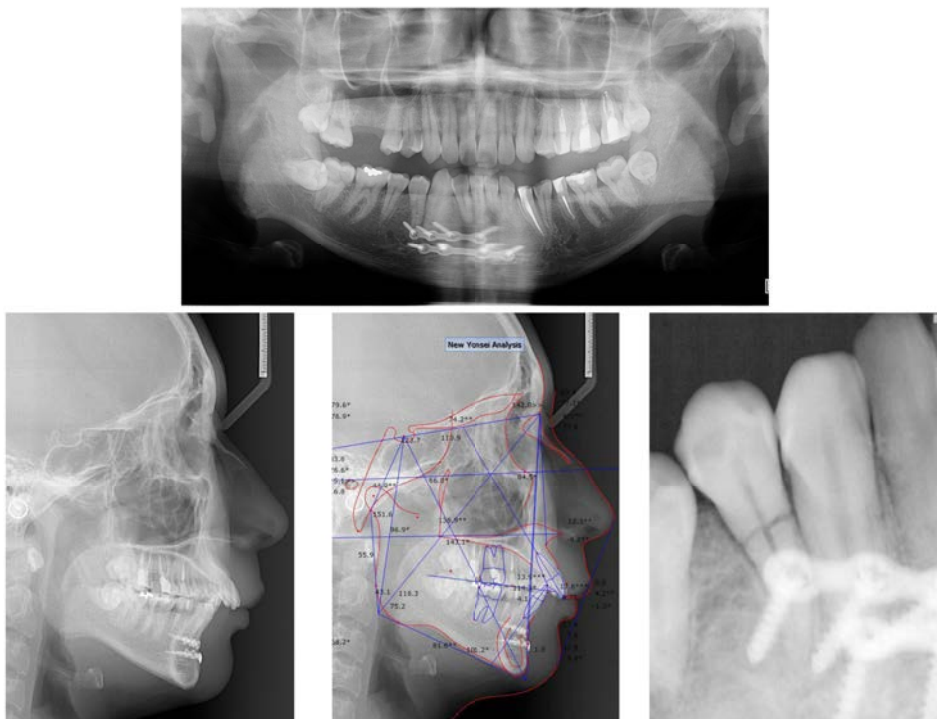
Initial radiographs.
